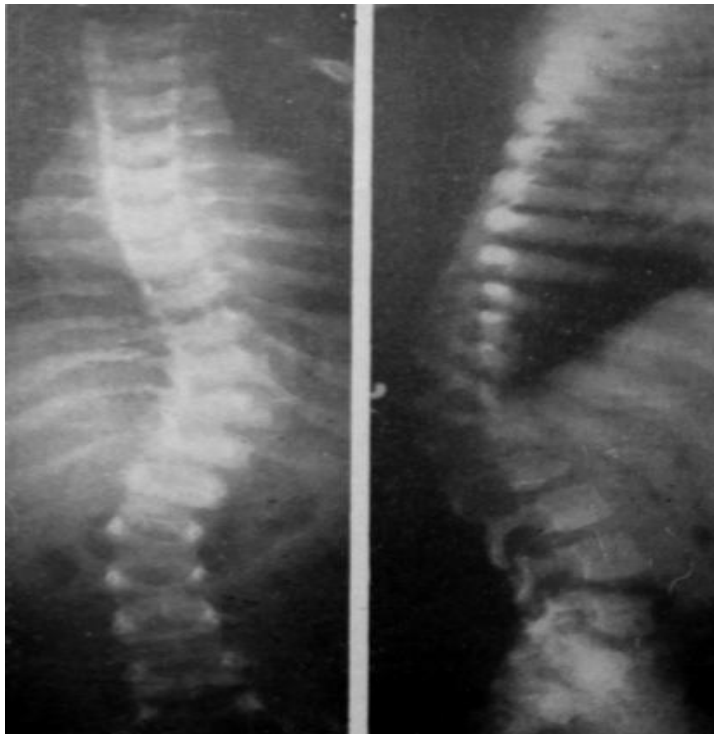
Radiografía lateral de raquis, que muestra la deformidad “en pico” de los somas lumbares, particularmente de L1 y L2.
